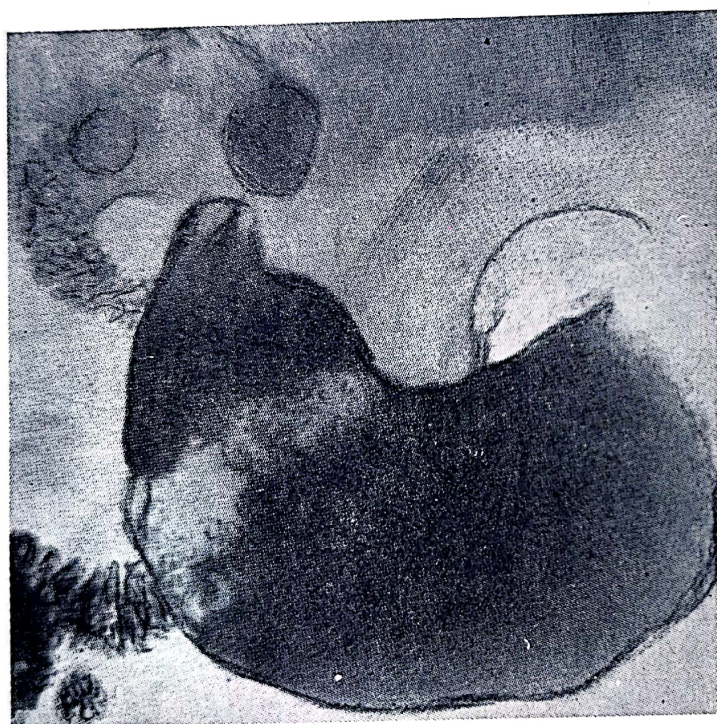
Poliradiografii. Infiltrarea peretelui stomacal la nivelul micii curburi. Toate schițele suprapuse coincid la nivelul regiunii unde peretele stomacal este rigid.
